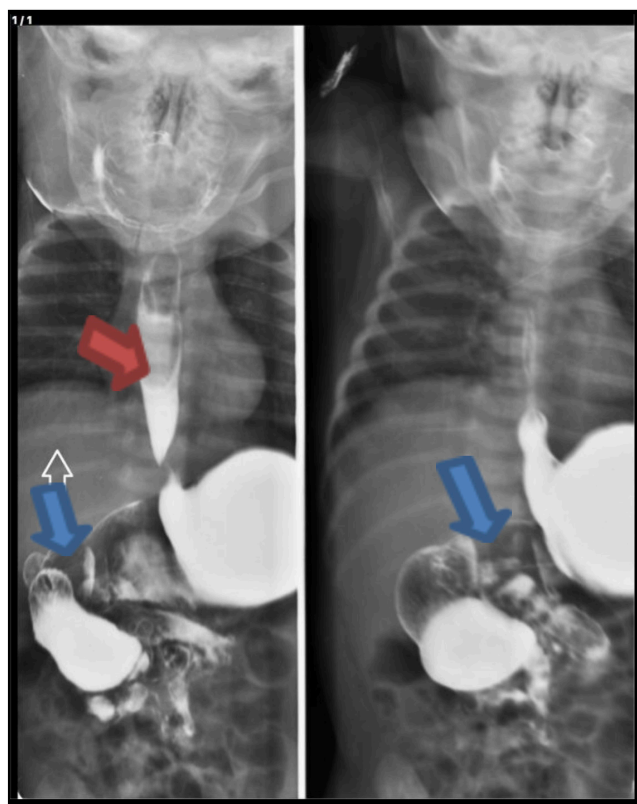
Radiografía de vías digestivas altas (Esófago, estómago, duodeno) con medio de contraste
